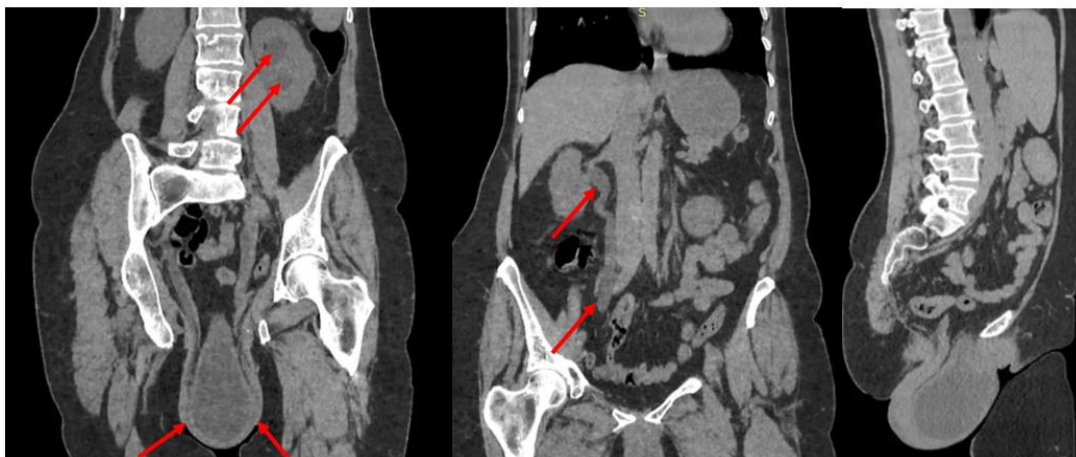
МСКТ брюшной полости и малого таза, нативное исследование. Стрелками указаны расширенные ЧЛС (лоханка до 25 мм, чашечки до 11 мм) и мочеточники (до 8 - 9 мм), а также ущемленная маткой и мочевым пузырем нижняя треть мочеточников
